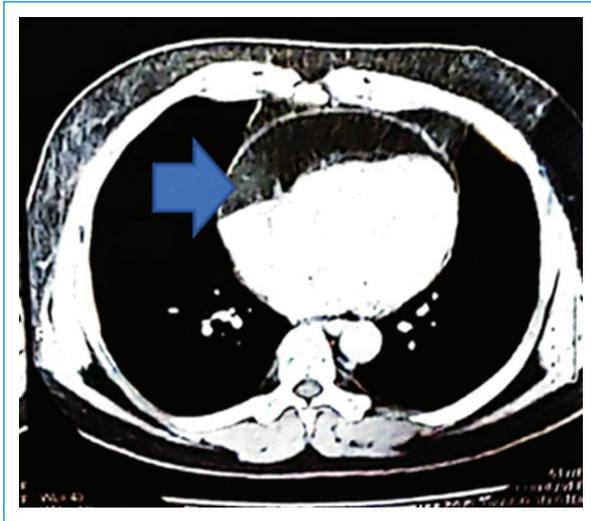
RM de tórax simple y contrastado. Flecha azul: lesión mediastinal hipodensa circunscrita a la grasa del pericardio visceral.
